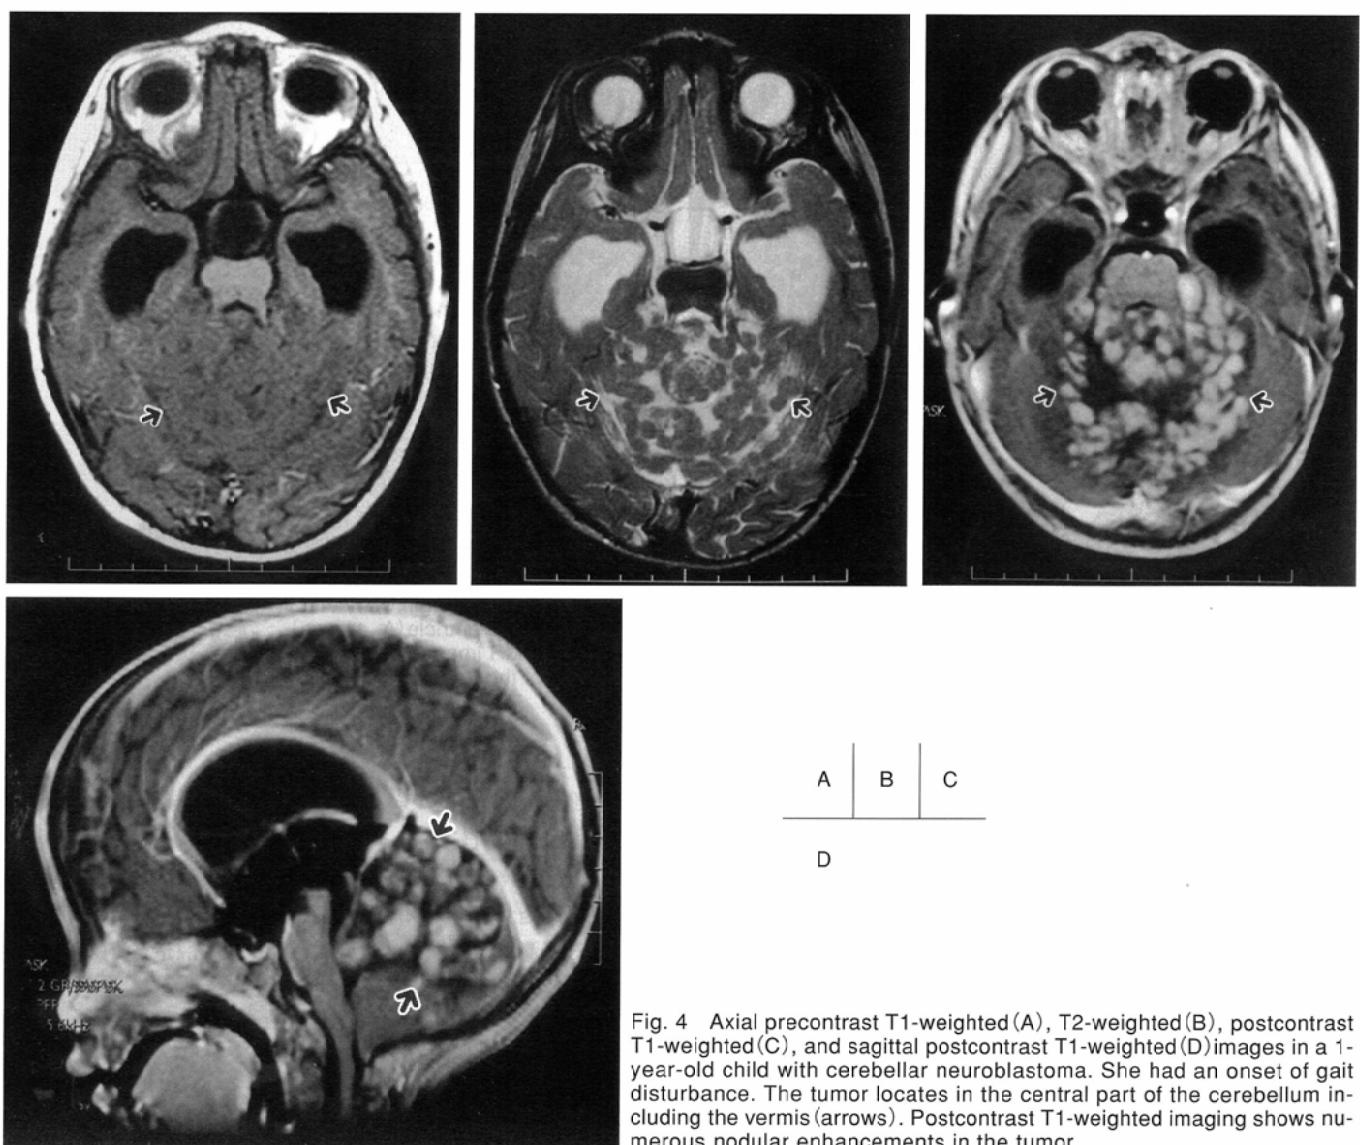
Axial precontrast T1-weighted (A), T2-weighted (B), postcontrast T1-weighted (C), and sagittal postcontrast T1-weighted (D) images in a 1-year-old child with cerebellar neuroblastoma. She had an onset of gait disturbance. The tumor locates in the central part of the cerebellum including the vermis (arrows). Postcontrast T1-weighted imaging shows numerous nodular enhancements in the tumor.
